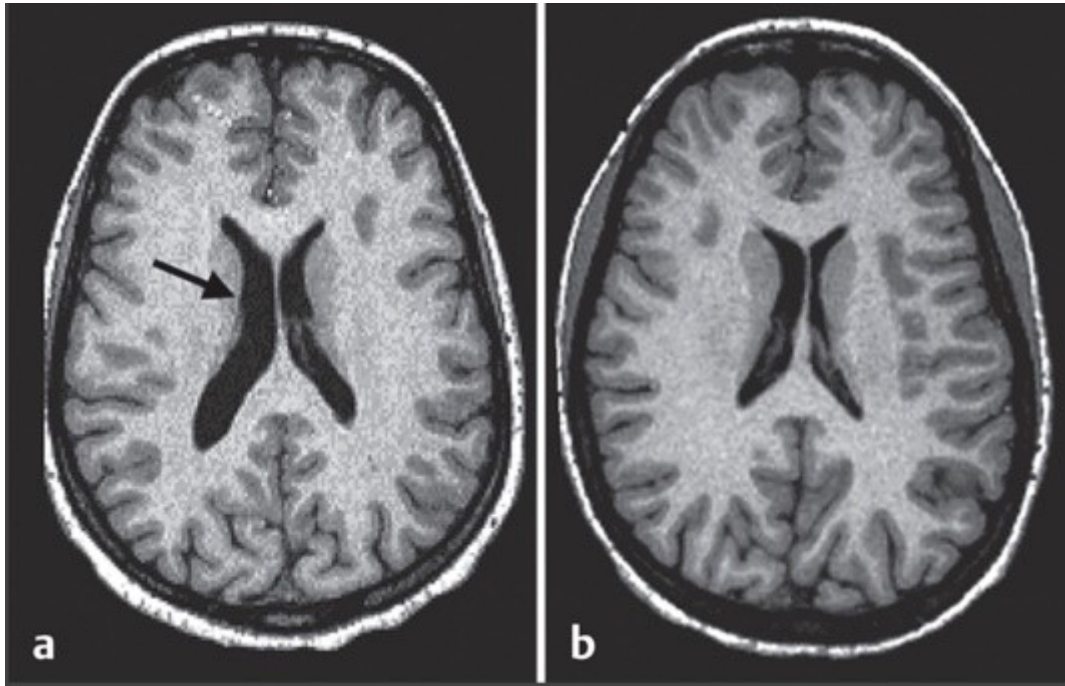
Häufige strukturelle Hirnveränderungen bei Schizophrenie in der MRT: Aufnahme eines Patienten mit Schizophrenie (a) und gesunder Kontrollperson (b) im axialen Schnitt. In (a) fällt eine Ventrikelerweiterung auf (Leucht und Förstl 2018).
